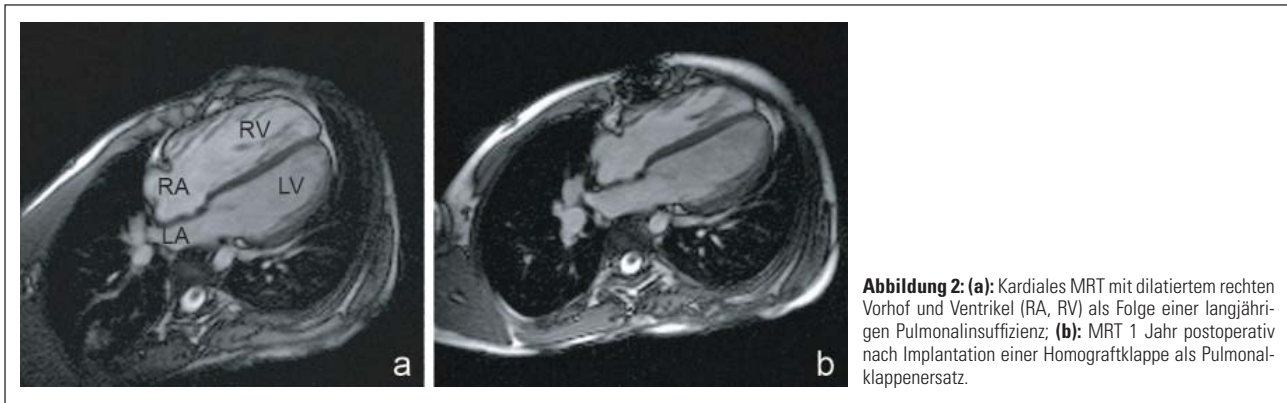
(a): Kardiales MRT mit dilatiertem rechten Vorhof und Ventrikel (RA, RV) als Folge einer langjährigen Pulmonalinsuffizienz; (b): MRT 1 Jahr postoperativ nach Implantation einer Homograftklappe als Pulmonalklappenersatz.
